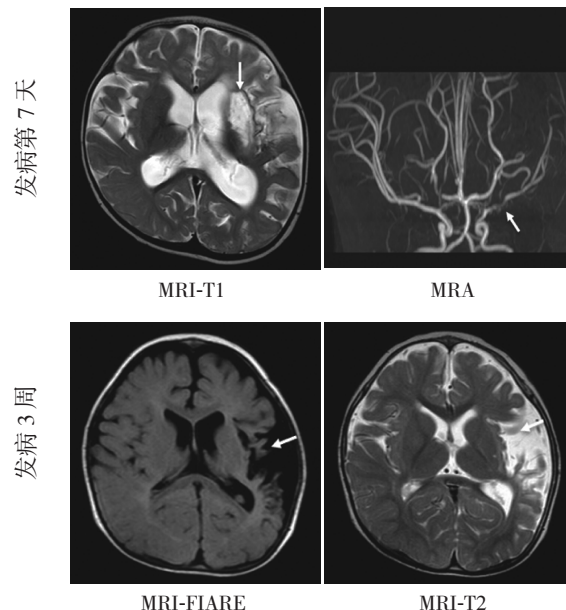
病例 5 MRI 检查结果的动态变化 发病后第 7 天, 左侧大脑中动脉梗死, MRI-T1 示左侧大脑中动脉走行区高信号 (箭头所示); MRA 示左侧大脑中动脉主干狭窄, 分支减少、狭窄 (箭头所示)。发病后 3 周, 上述病变部位形成脑软化灶, MRI-FIARE 示左颞叶大脑中动脉走行区脑实质片状低信号 (箭头所示); MRI-T2 示同一部位脑实质呈高信号 (箭头所示), 左侧侧脑室扩大。
